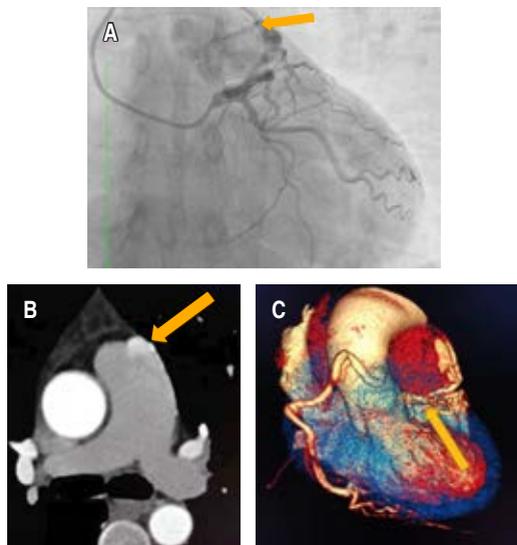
Coronariografía diagnóstica y angiotomografía cardíaca.
